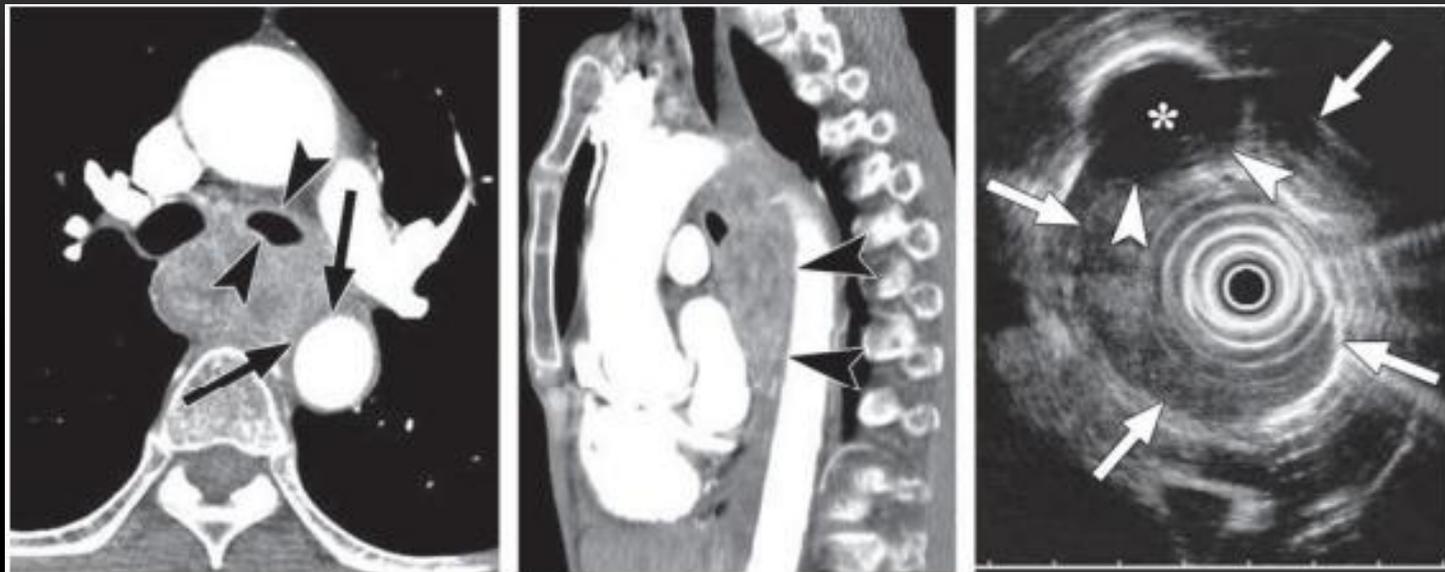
T4 N1 M0 (stage III) SCC of the midesophagus in a 61-year-old man. (a) Contrast-enhanced CT scan obtained at the level of the mainstem bronchi shows marked esophageal wall thickening with tumor extension into the periesophageal fat. Note the diffuse wall thickening and narrowing of the left main bronchus (arrowheads). There is loss of the normal fat plane (arrows) between the esophagus and the thoracic aorta, a finding that is suggestive of aortic invasion. (b) Sagittal reformatted CT image shows a broad interface (arrowheads) between the esophageal mass and the thoracic aorta. (c) Endoscopic US image shows loss of the interface (arrowheads) between the esophageal mass (arrows) and the thoracic aorta (*), a finding that is also suggestive of aortic invasion.
